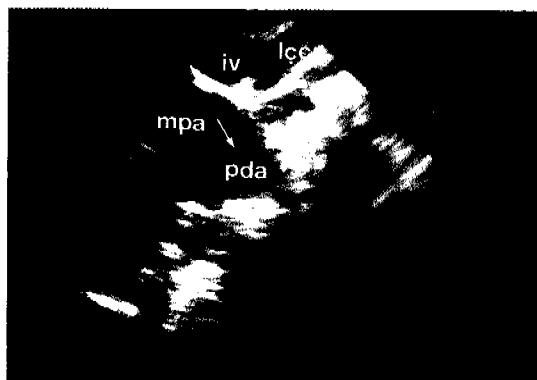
High left parasternal sagittal view of the patent ductus arteriosus(pda) which measures 8mm in width. There is a large right-to-left shunt(shown in blue color) through PDA(arrow). Also seen are markedly dilated innominate vein(iv, shown in blue color) and left common carotid artery(lcca, shown in red color). mpa : main pulmonary artery.
